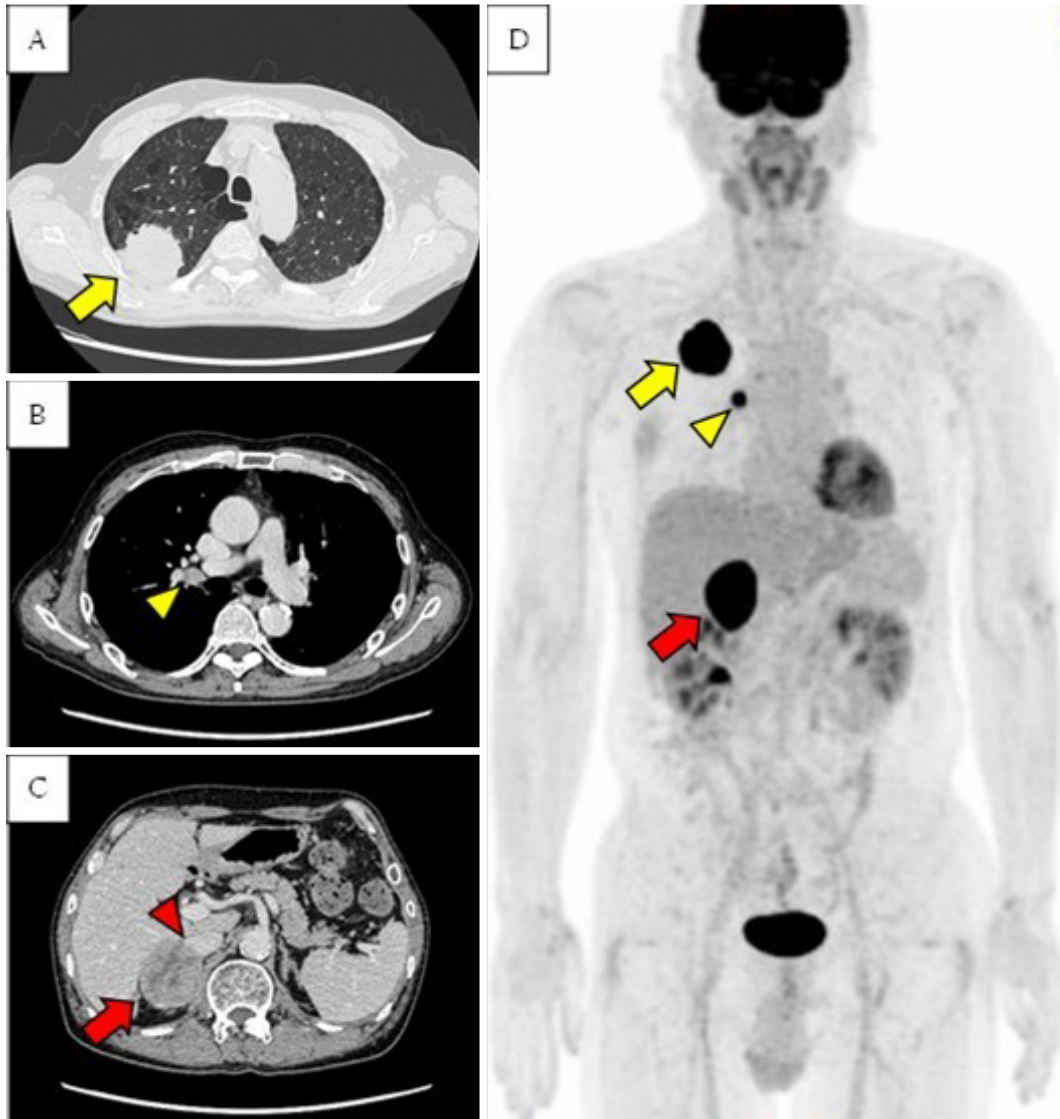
Pretreatment computed tomography images of A) a primary tumor in the right upper lobe (yellow arrow), B) a metastatic lymph node in the right hilum (yellow arrowhead), and C) a metastatic adrenal tumor (red arrow) with direct invasion to the inferior vena cava (red arrowhead). D) Pretreatment positron emission tomography demonstrates a high FDG uptake in the primary tumor (yellow arrow), the metastatic right hilar lymph node (yellow arrowhead), and the metastatic adrenal tumor (red arrow).
